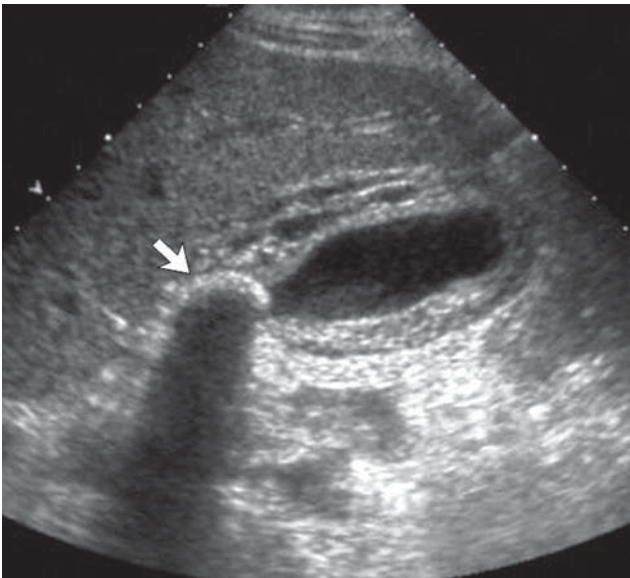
Aspect échographique d'une cholécystite aiguë. L'échographie de l'hypochondre droit met en évidence une paroi vésiculaire globalement épaissie et un cône d'ombre correspondant à une lithiasie engagée dans le canal cystique (flèche). Un signe de Murphy échographique est présent. Ces signes sont en faveur d'une cholécystite aiguë d'origine lithiasique.
